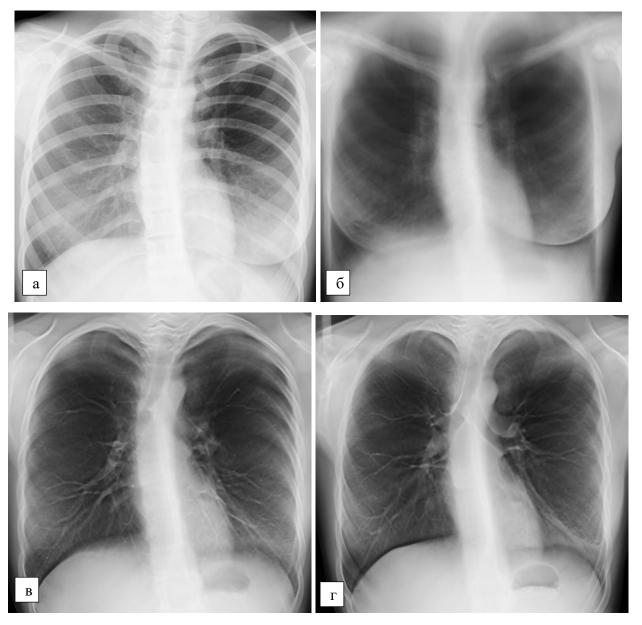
обзорная рентгенограмма и серия томограмм ОГК пациентки Т., 15 лет, 1 мес с подозрением на В Π :
